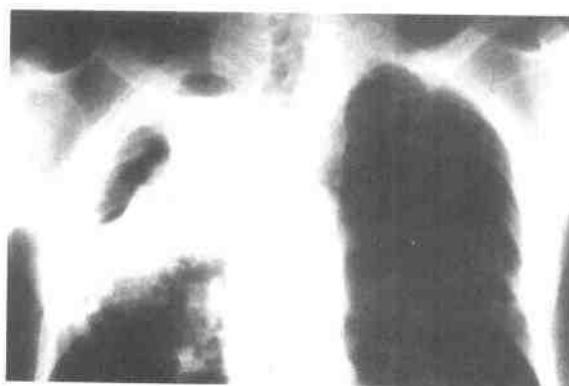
纤维空洞性肺结核(硬壁空洞)X线像
